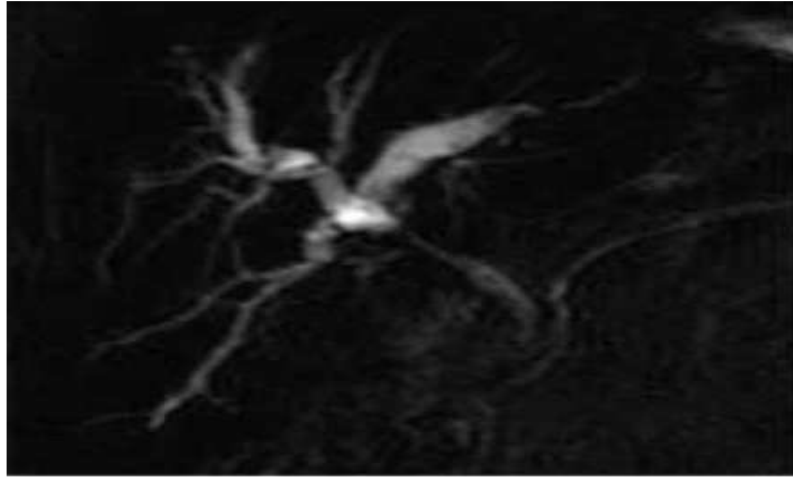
cholangio-IRM : cholangiocarcinome hilare type 1(69).
